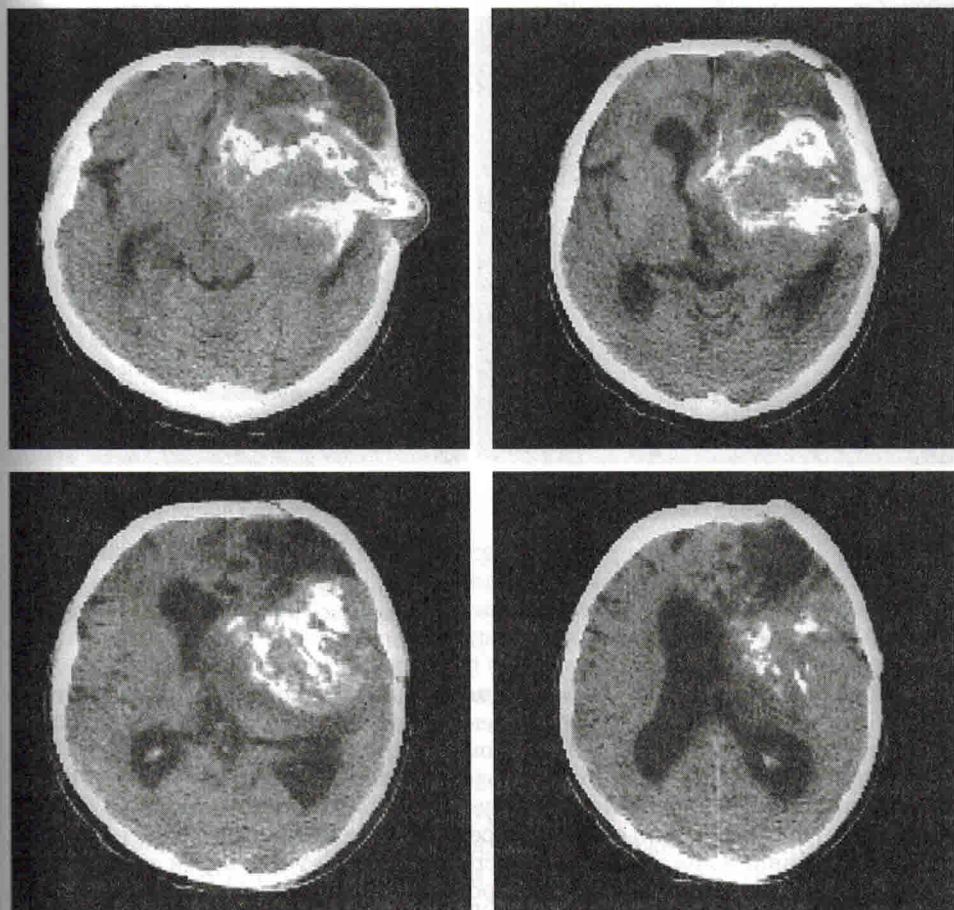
Дооперационные КТ больного П.
